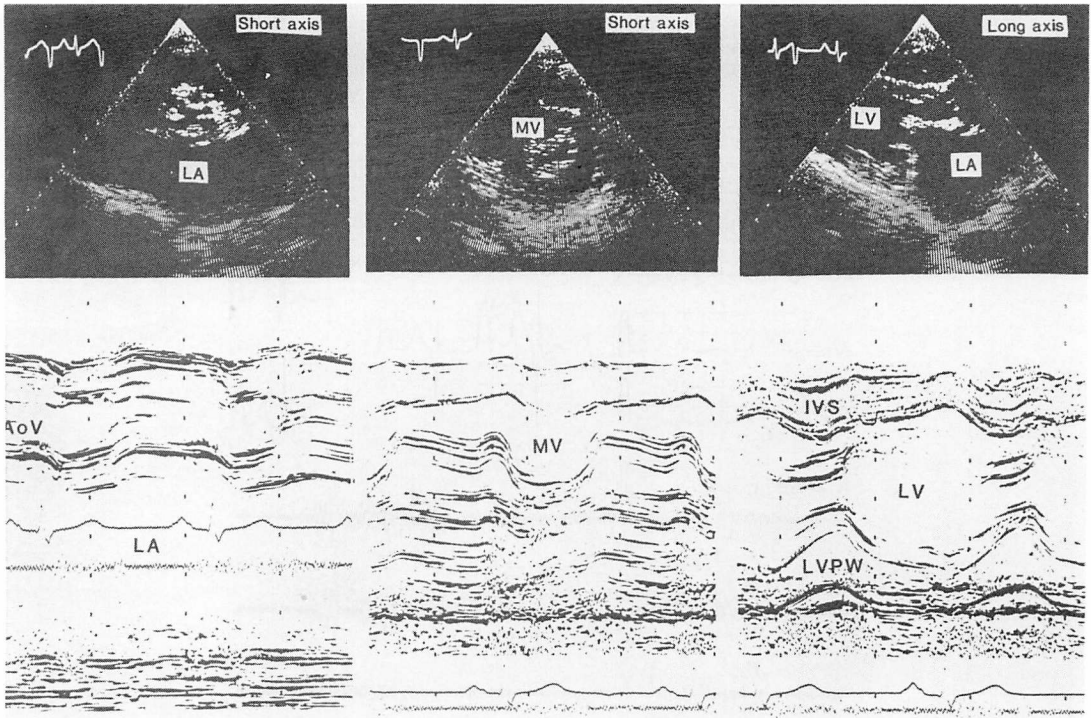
Echocardiograms in Case 1.
